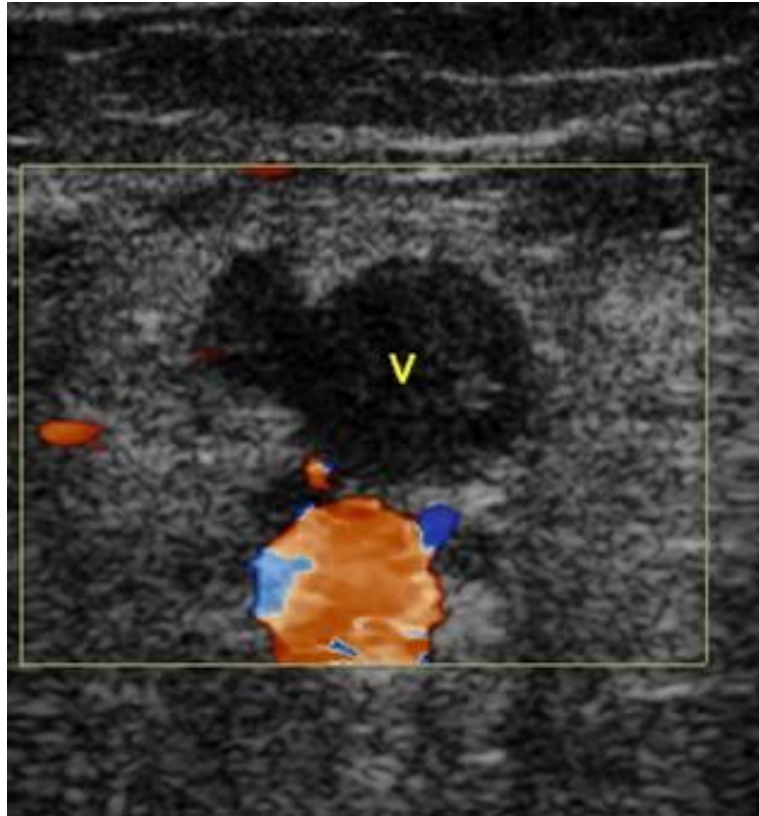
Ecografía Doppler Trombosis de Vena Poplítea
